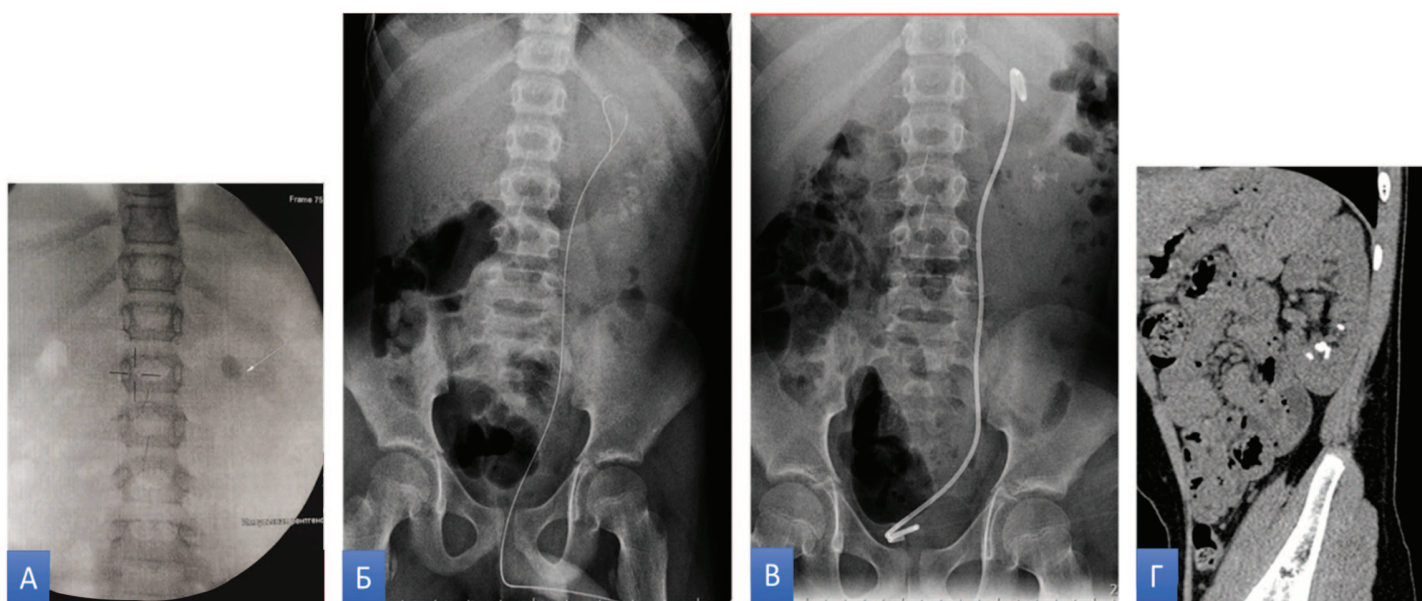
Клинические данные пациента М 10л. (слева направо): А - рентгеновский снимок до ДУВЛ, Б - рентгеновский снимок со струной проводником, В - рентгеновский снимок после удаления каменной дорожки и установки внутреннего стента слева, Г - КТ через 1 мес после ДУВЛ
